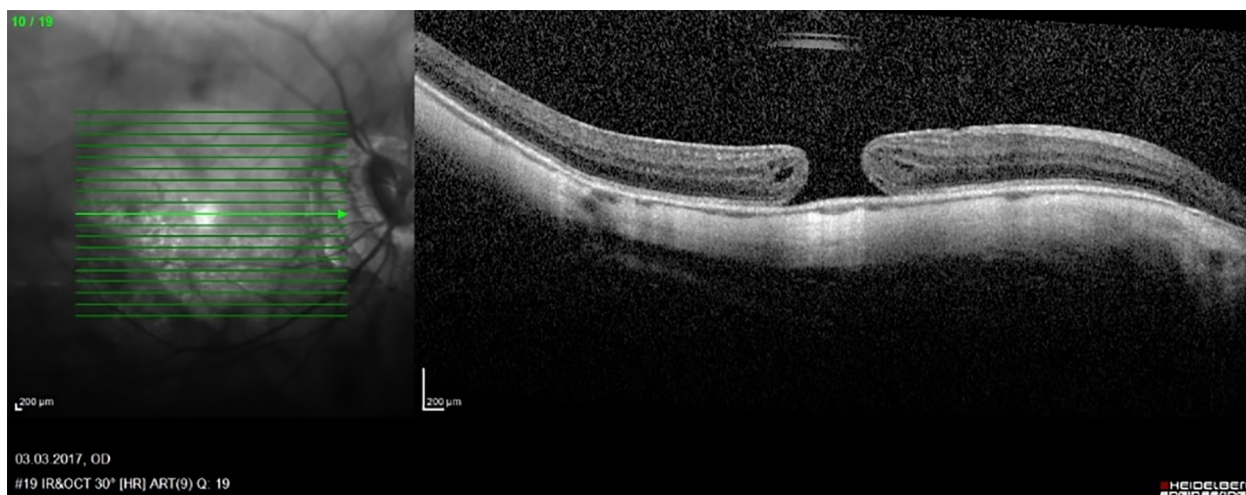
Результат оптической когерентной томографии сетчатки, макулярный разрыв до операции
